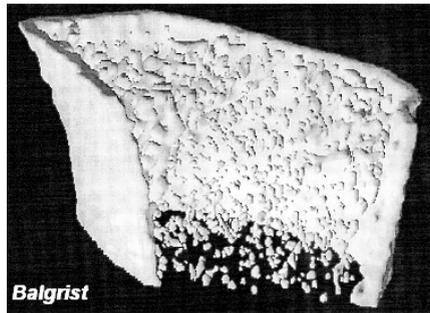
28jährige Frau (links) und μ -CT Aufnahme deren Radius (Elle) nahe dem Handgelenk (rechts). Die extreme Demineralisierung des Knochen ist auf exzessives Training als Marathonläuferin zurückzuführen [Prof. Dr. med. M. Dambacher, Universitätsklinik Balgrist, Zürich].
